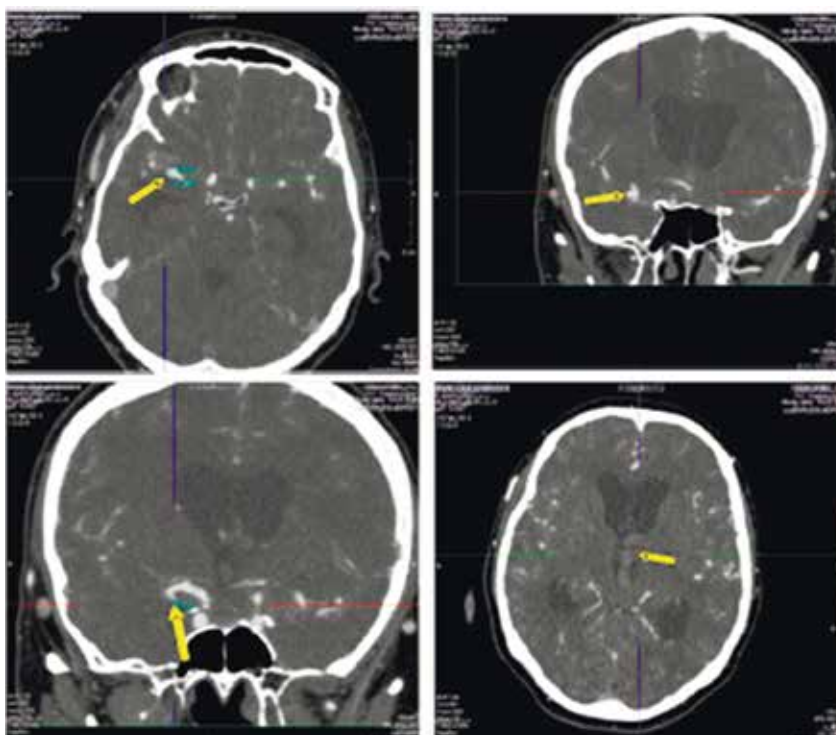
Мозговой режим СКТ-ангиографии больной Ш.
